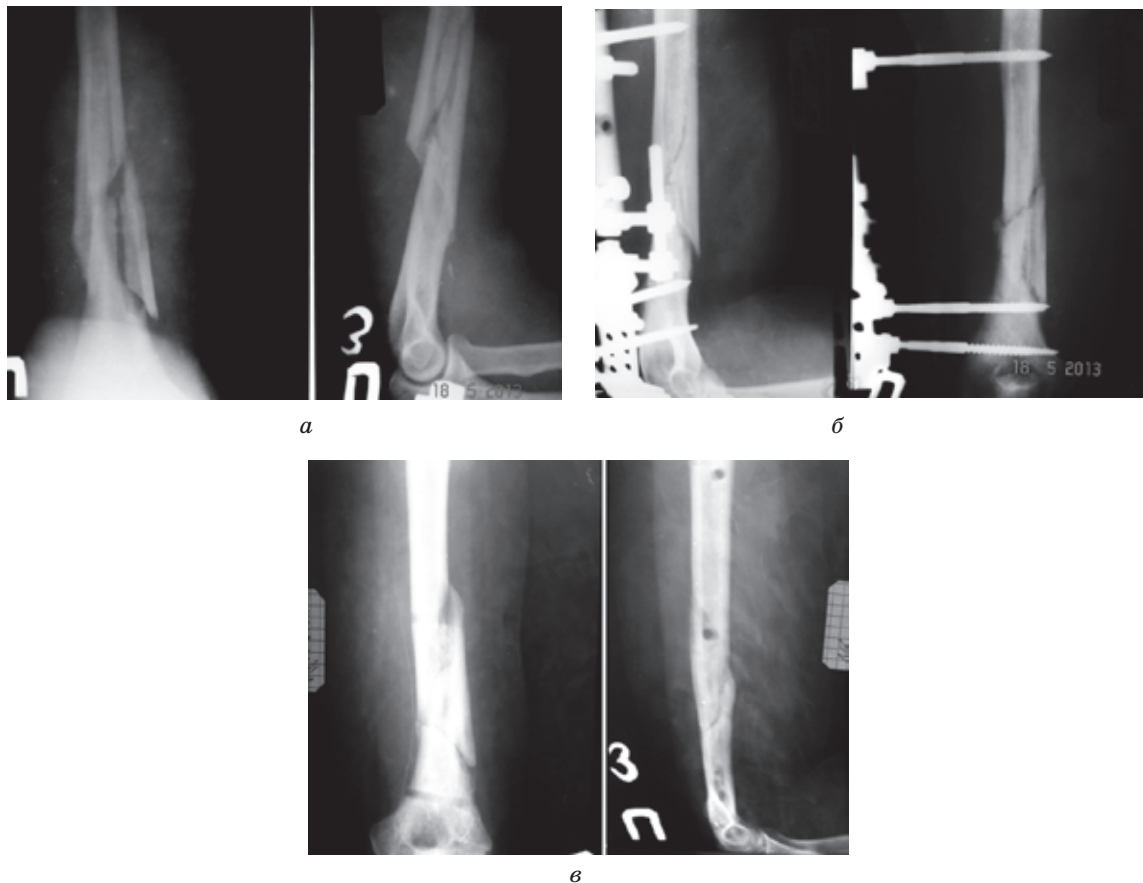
Фотоотпечаток с рентгенограмм больного Р. (И/б № 8550, 34 года).
